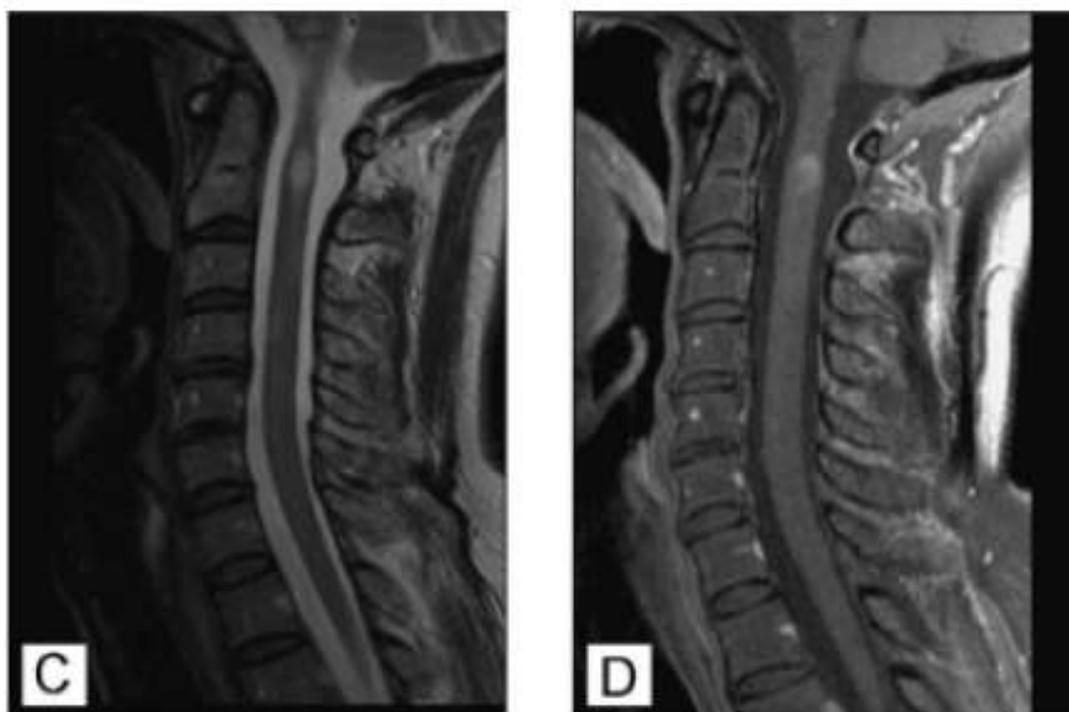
IRM médullaire en séquence pondérée T2 (C) et T1 gadolinium(D). (73)
